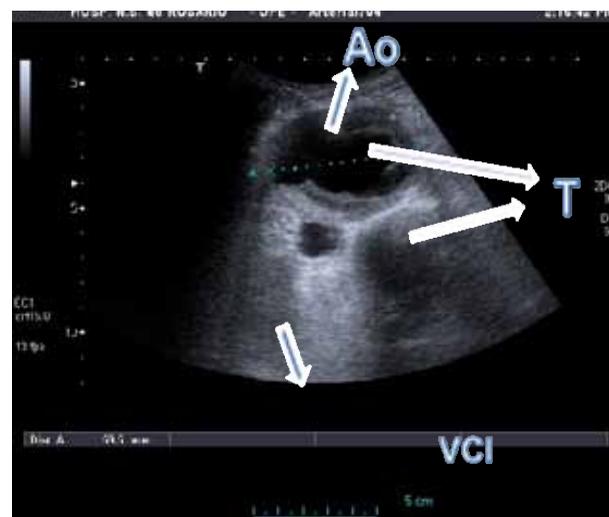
Eco-doppler revelando dilatação da aorta, com cerca de 7 cm, com trombo mural de grandes dimensões. Ainda sem comunicação com a veia cava inferior.
